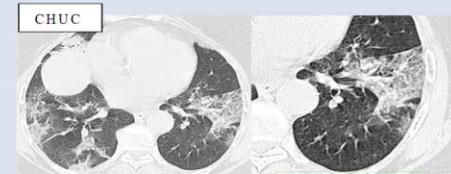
Homme 58 ans. Coupe TDM axiale en fenêtre parenchymateuse. Condensations périphériques en verre dépoli d'un COVID-19.
